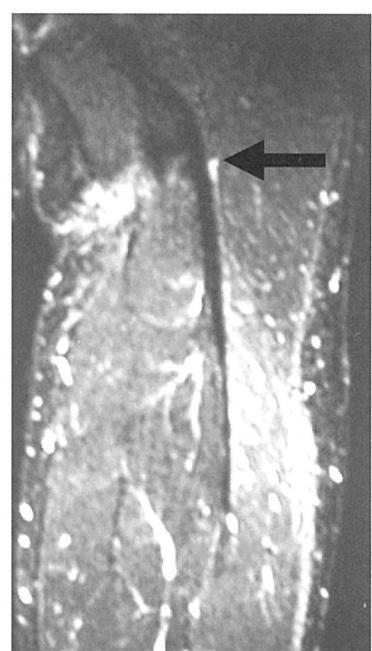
ハムストリング近位腱断裂の術前・術後MRI。
